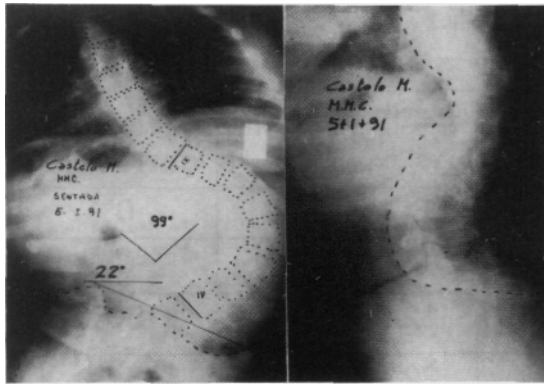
(caso 3). Paciente femenina, de 12a + 9m, escoliosis por MMC. Radiografía frente y perfil. T9-L4 de 99 grados, oblicuidad pélvica de 22 grados, lordosis aumentada.
